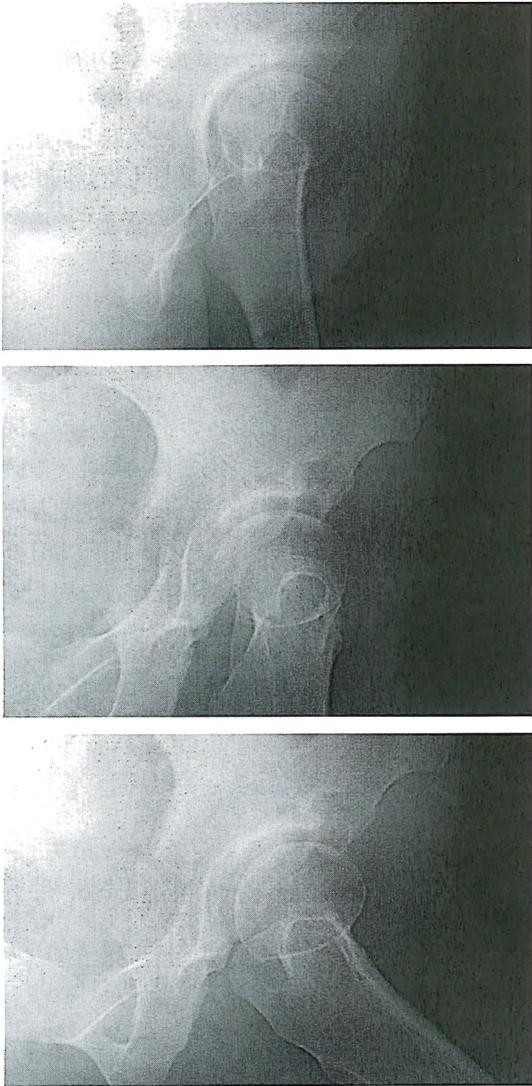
立位撮影(a)と、下肢の伸展時(b)および屈曲時(c)における臥位撮影を行なった左臼蓋形成不全例の骨盤斜位X線像
